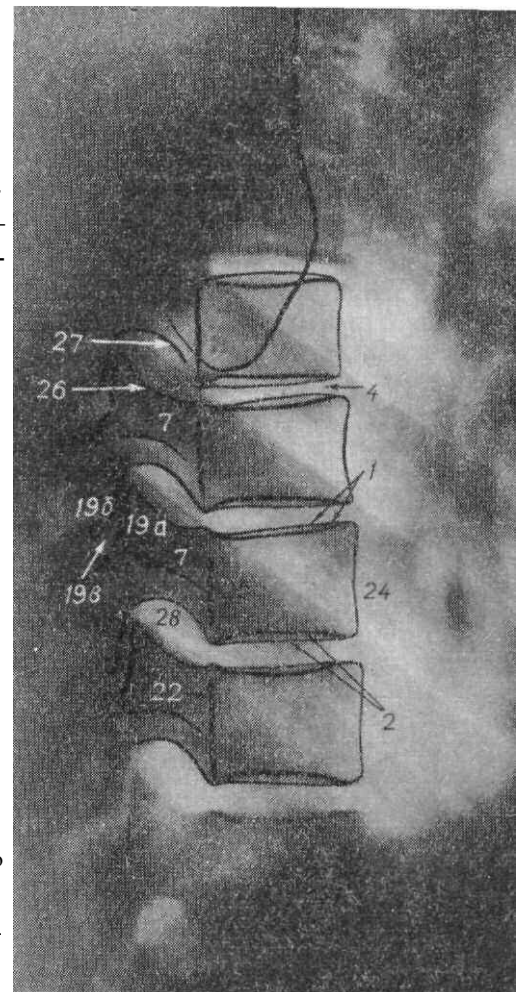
Рентгенограмма грудных позвонков в боковой проекции.
